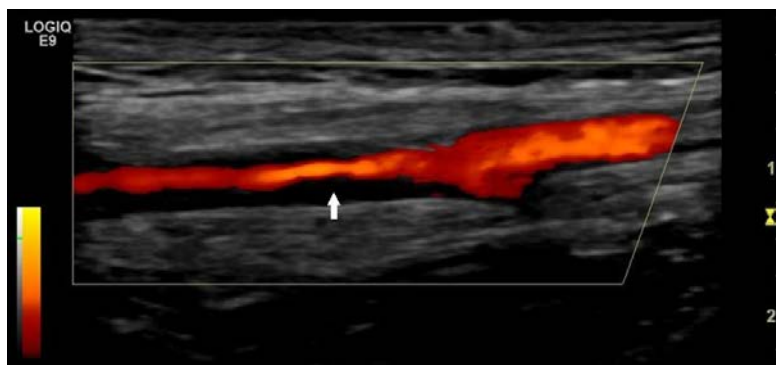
Duplexsonographie der A. temporalis mit dem Nachweis eines typischen echoarmen Halo (Pfeil).
